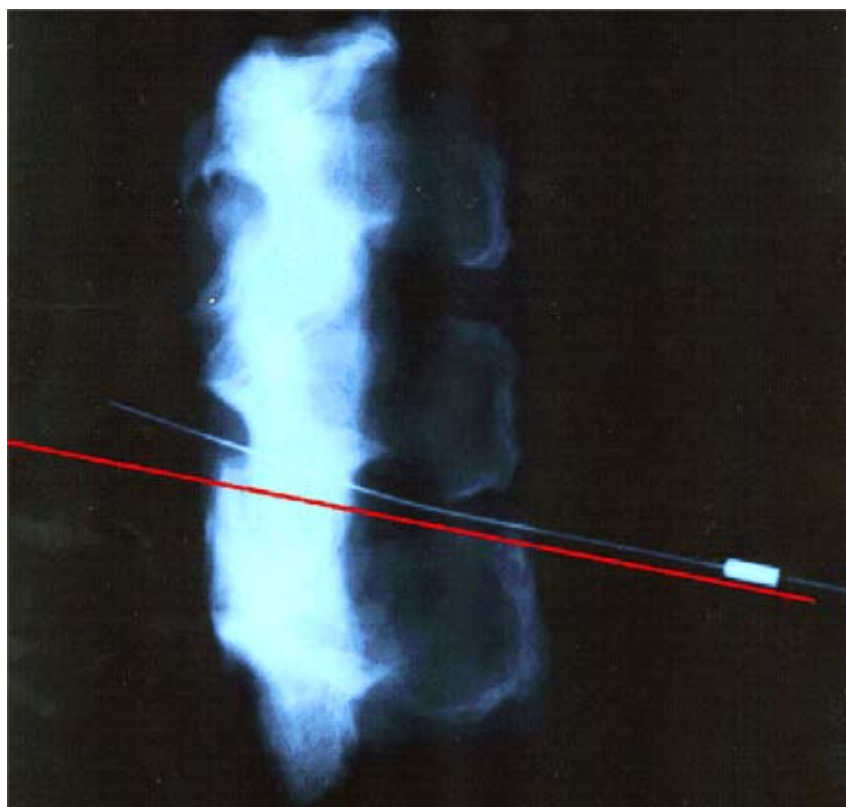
Рентгенограмма препарата позвоночника с введенной иглой
